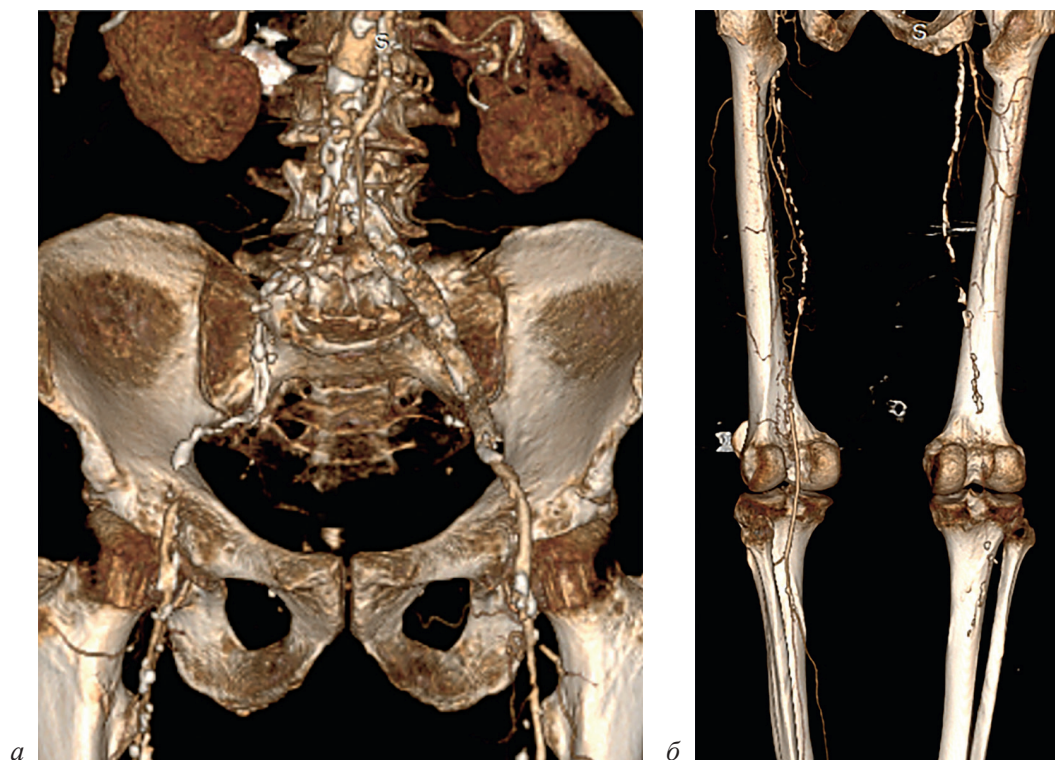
Компьютерно-томографическая ангиография аорты и артерий нижних конечностей:
